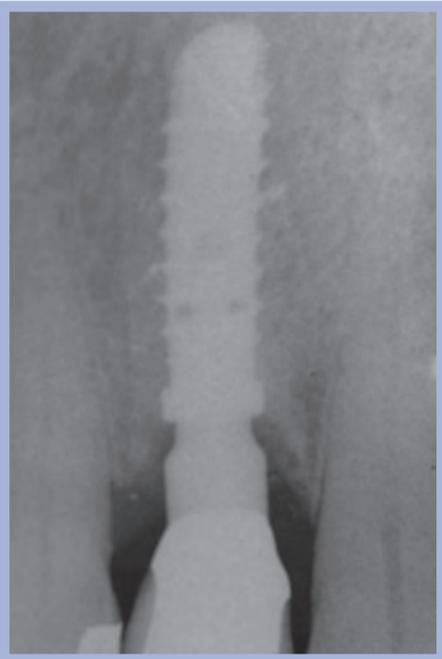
Controllo radiografico a distanza di 12 anni
